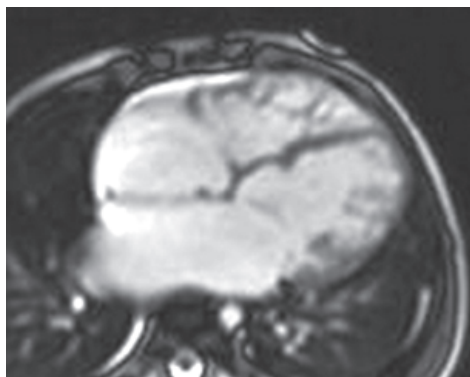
МРТ-изображение. 4-камерная позиция. Бивентрикулярная НККМП
